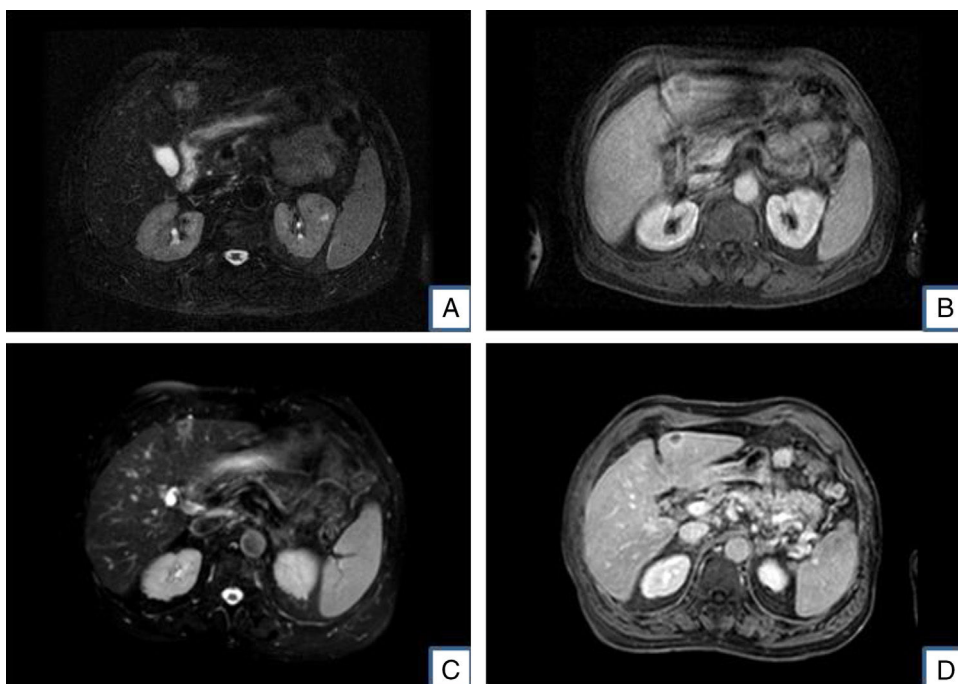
Resonancia magnética (RM) hepática en el diagnóstico, en la que se observa lesión de 26×30 mm subcapsular en seg. III del LHI, redondeada, bien delimitada, hipointensa en T1 heterogénea y moderadamente hiperintensa en T2 (A), que muestra solamente realce periférico tras la administración de contraste, en las fases portal y venosa tardías del estudio dinámico (B). RM hepática de reestadiaje en la que se observa lesión de 14×16 mm en seg. III redondeada, bien definida hipointensa en T1 (C), heterogénea con área hiper e hipointensa en su interior en T2, con escaso realce periférico en fase venosa tardía (D).
